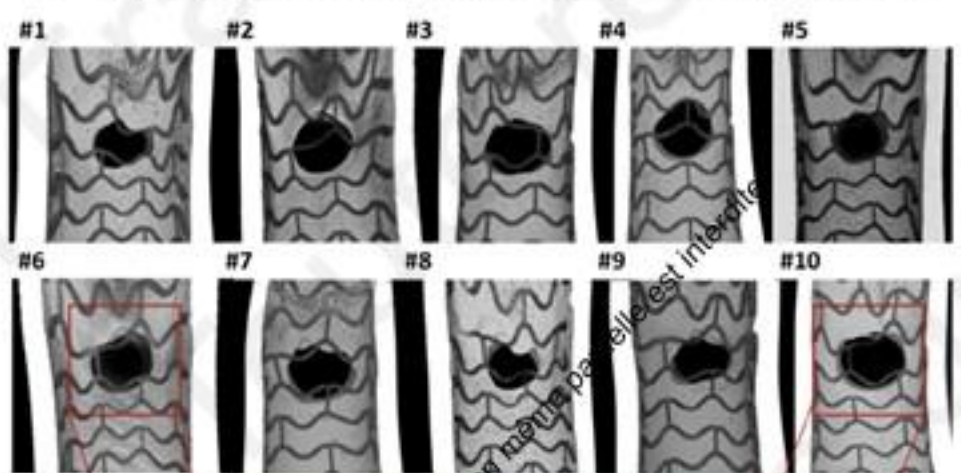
Microfocus X-Ray Computer Tomographic Close-Up of 20 Side Branch Ostia After Re-POT With Absorb Scaffold
